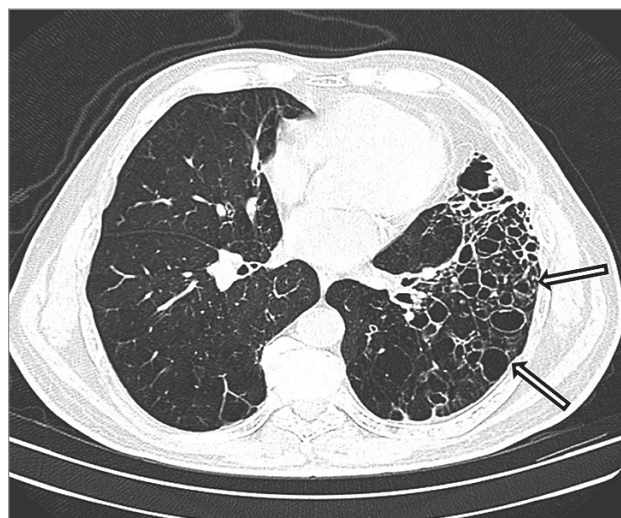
Компьютерная томограмма грудной клетки без контрастного усиления (аксиальный срез)
